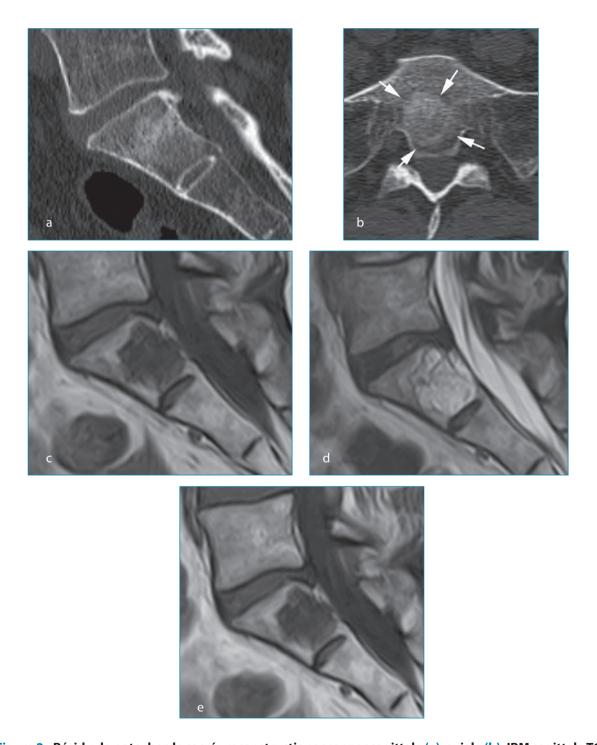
Résidu de notochorde sacré : reconstructions scanner sagittale (a), axiale (b), IRM sagittale T1 (c), T2 (d), T1 gadolinium (e). Lésion condensante (flèches), bien limitée, du corps vertébral, respectant la corticale (a, b). Hyposignal T1, hypersignal T2, sans rehaussement après injection. Absence d'extension extra-osseuse (c, d, e).
